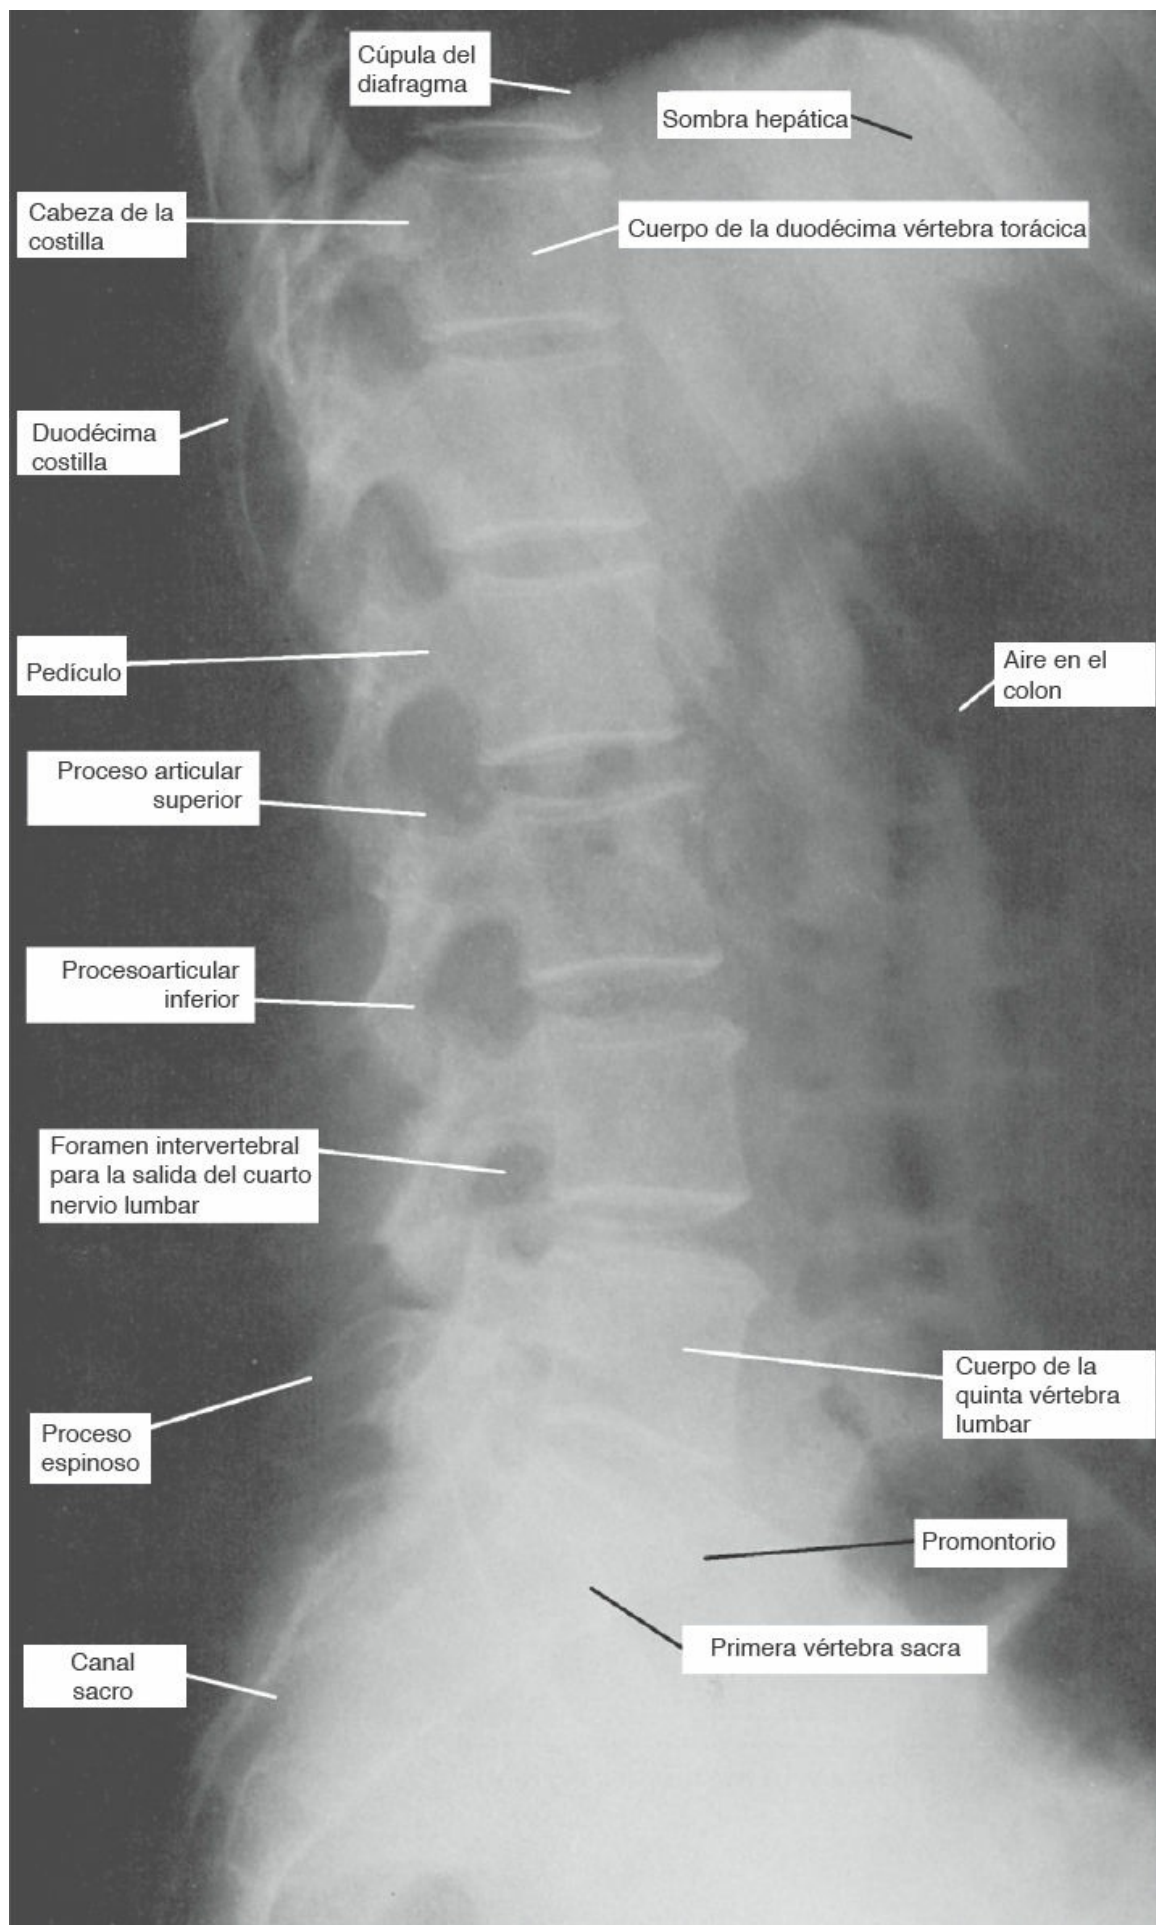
Radiografía lateral de las regiones torácica inferior, lumbar y sacra de la columna vertebral.
